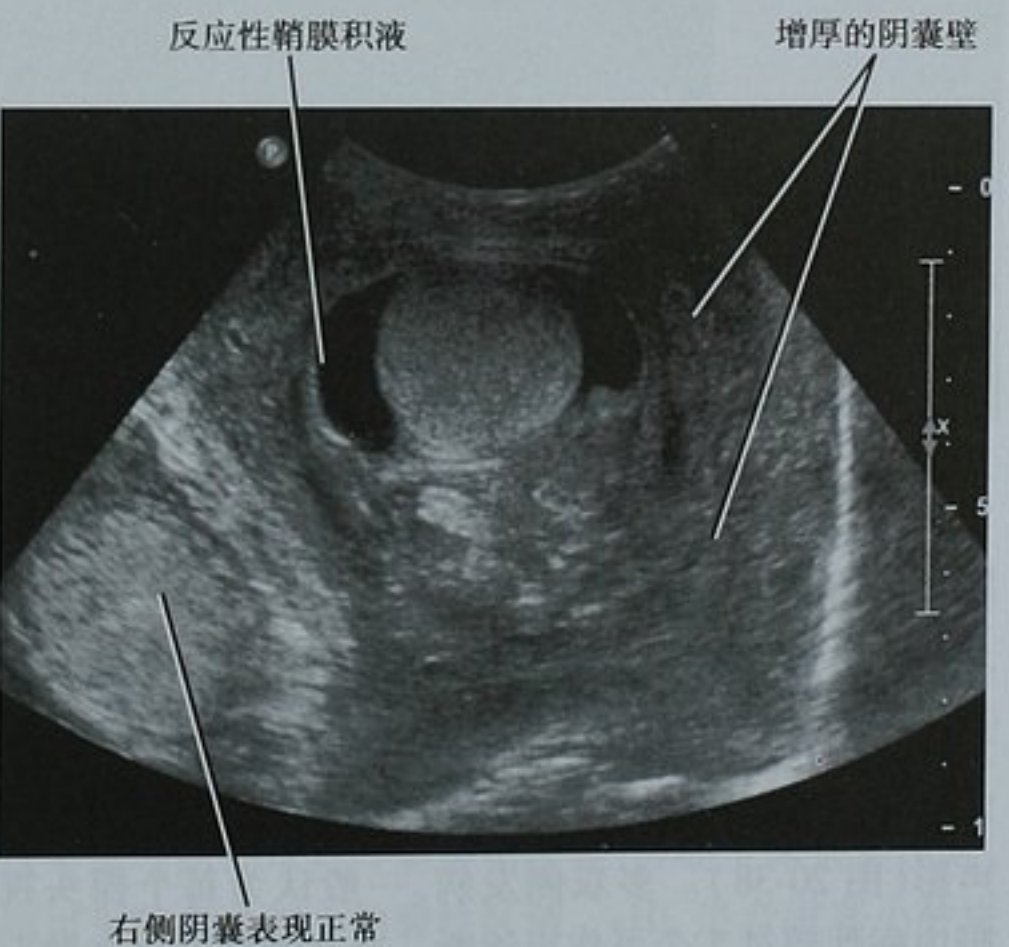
严重附睾炎患者左侧睾丸的超声图像显示阴囊壁明显增厚,这种表现少见见于睾丸生殖细胞瘤
